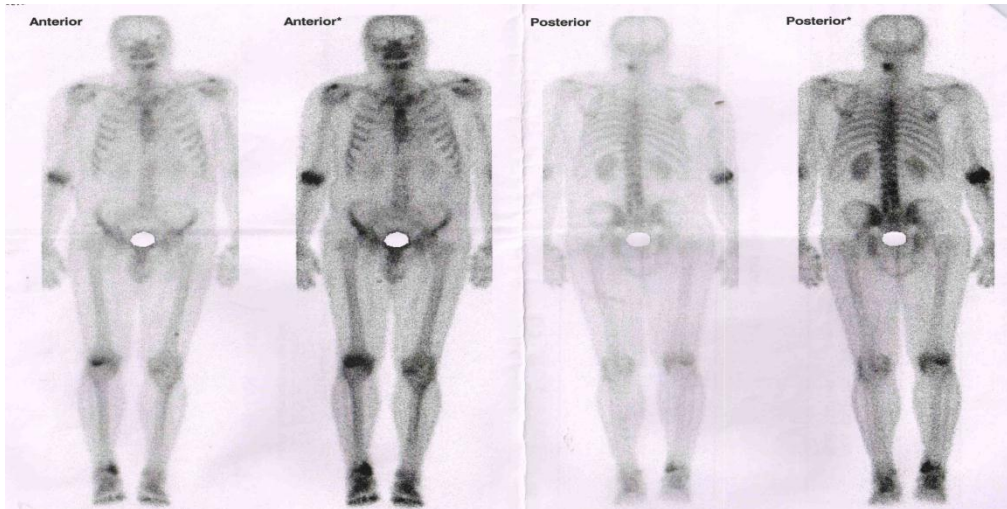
Радіонуклідна сцинтиграфія скелета
